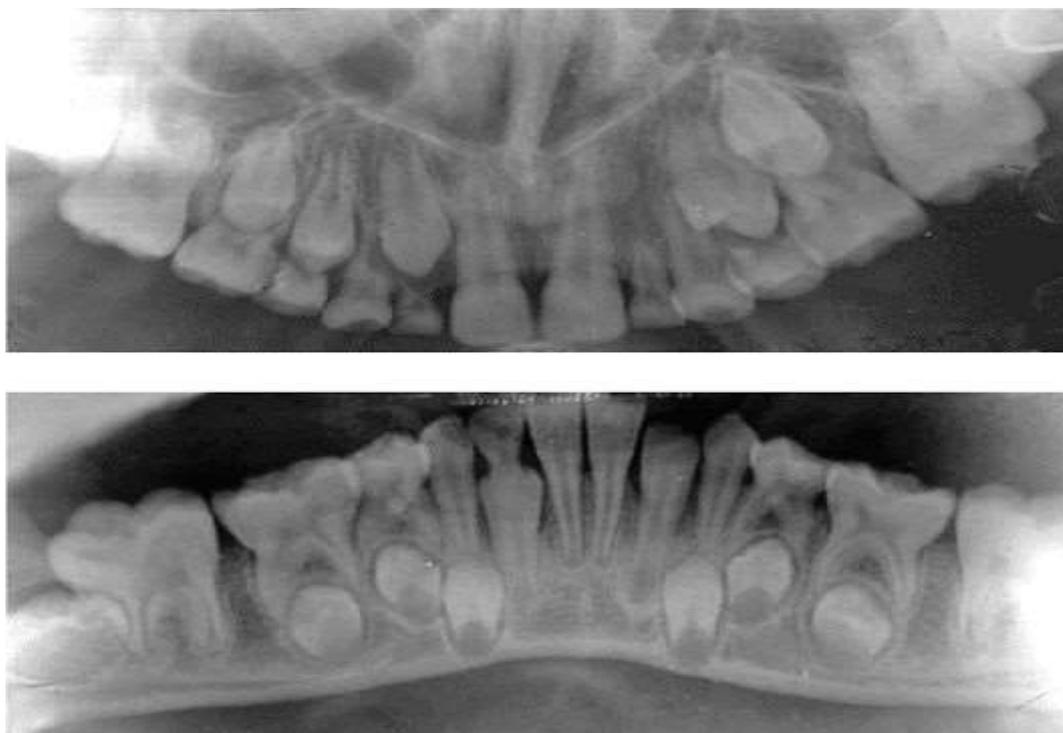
Панорамные рентгеновские снимки верхней и нижней челюсти
